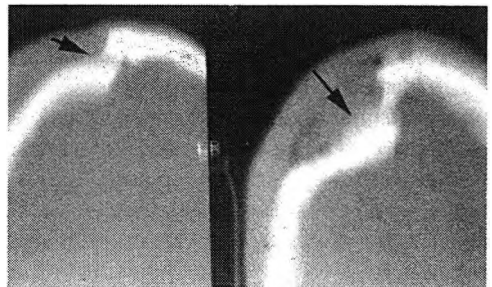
Fractura hundimiento frontal (flecha) en una TAC craneal.
